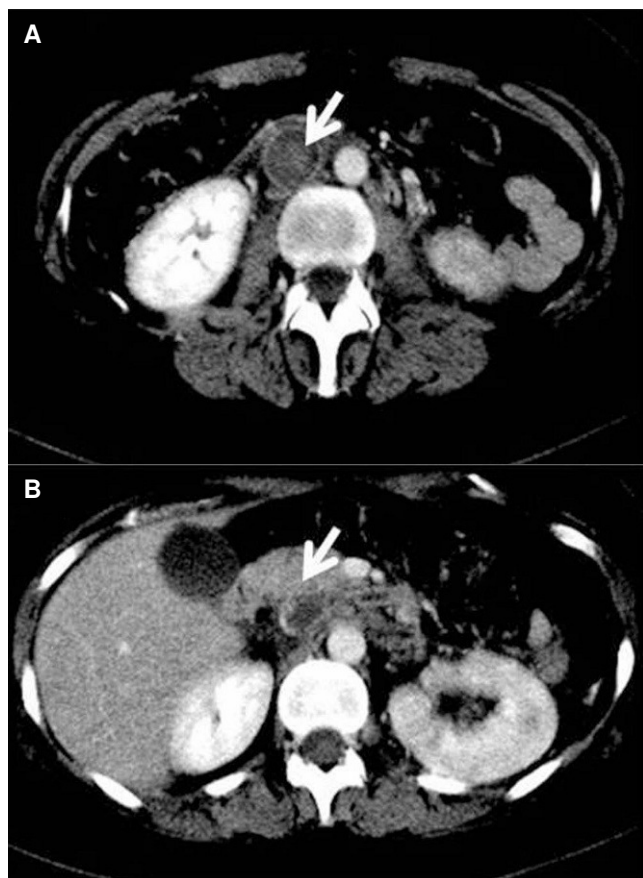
Tomografía computarizada toracoabdominal con contraste intravenoso. A. Trombosis de la vena cava inferior. B. Extensión proximal de la trombosis, edema retroperitoneal y adenopatías perivascuales.
